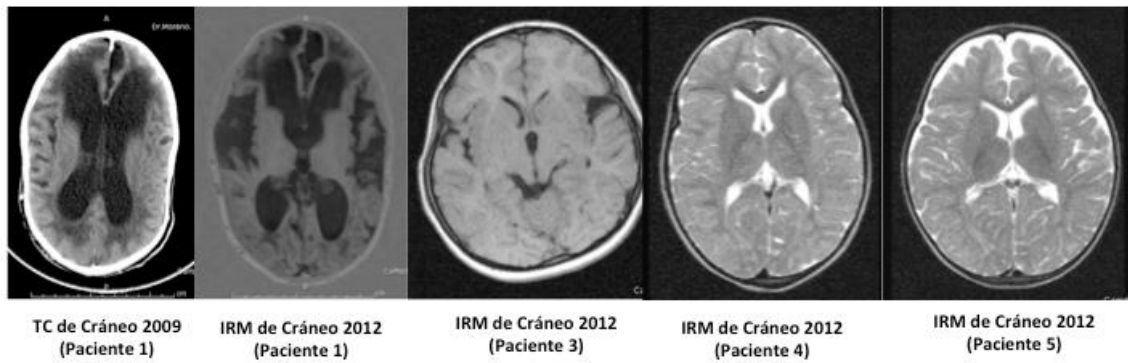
Imagen de resonancia magnética de los pacientes con MPS I en TRE
